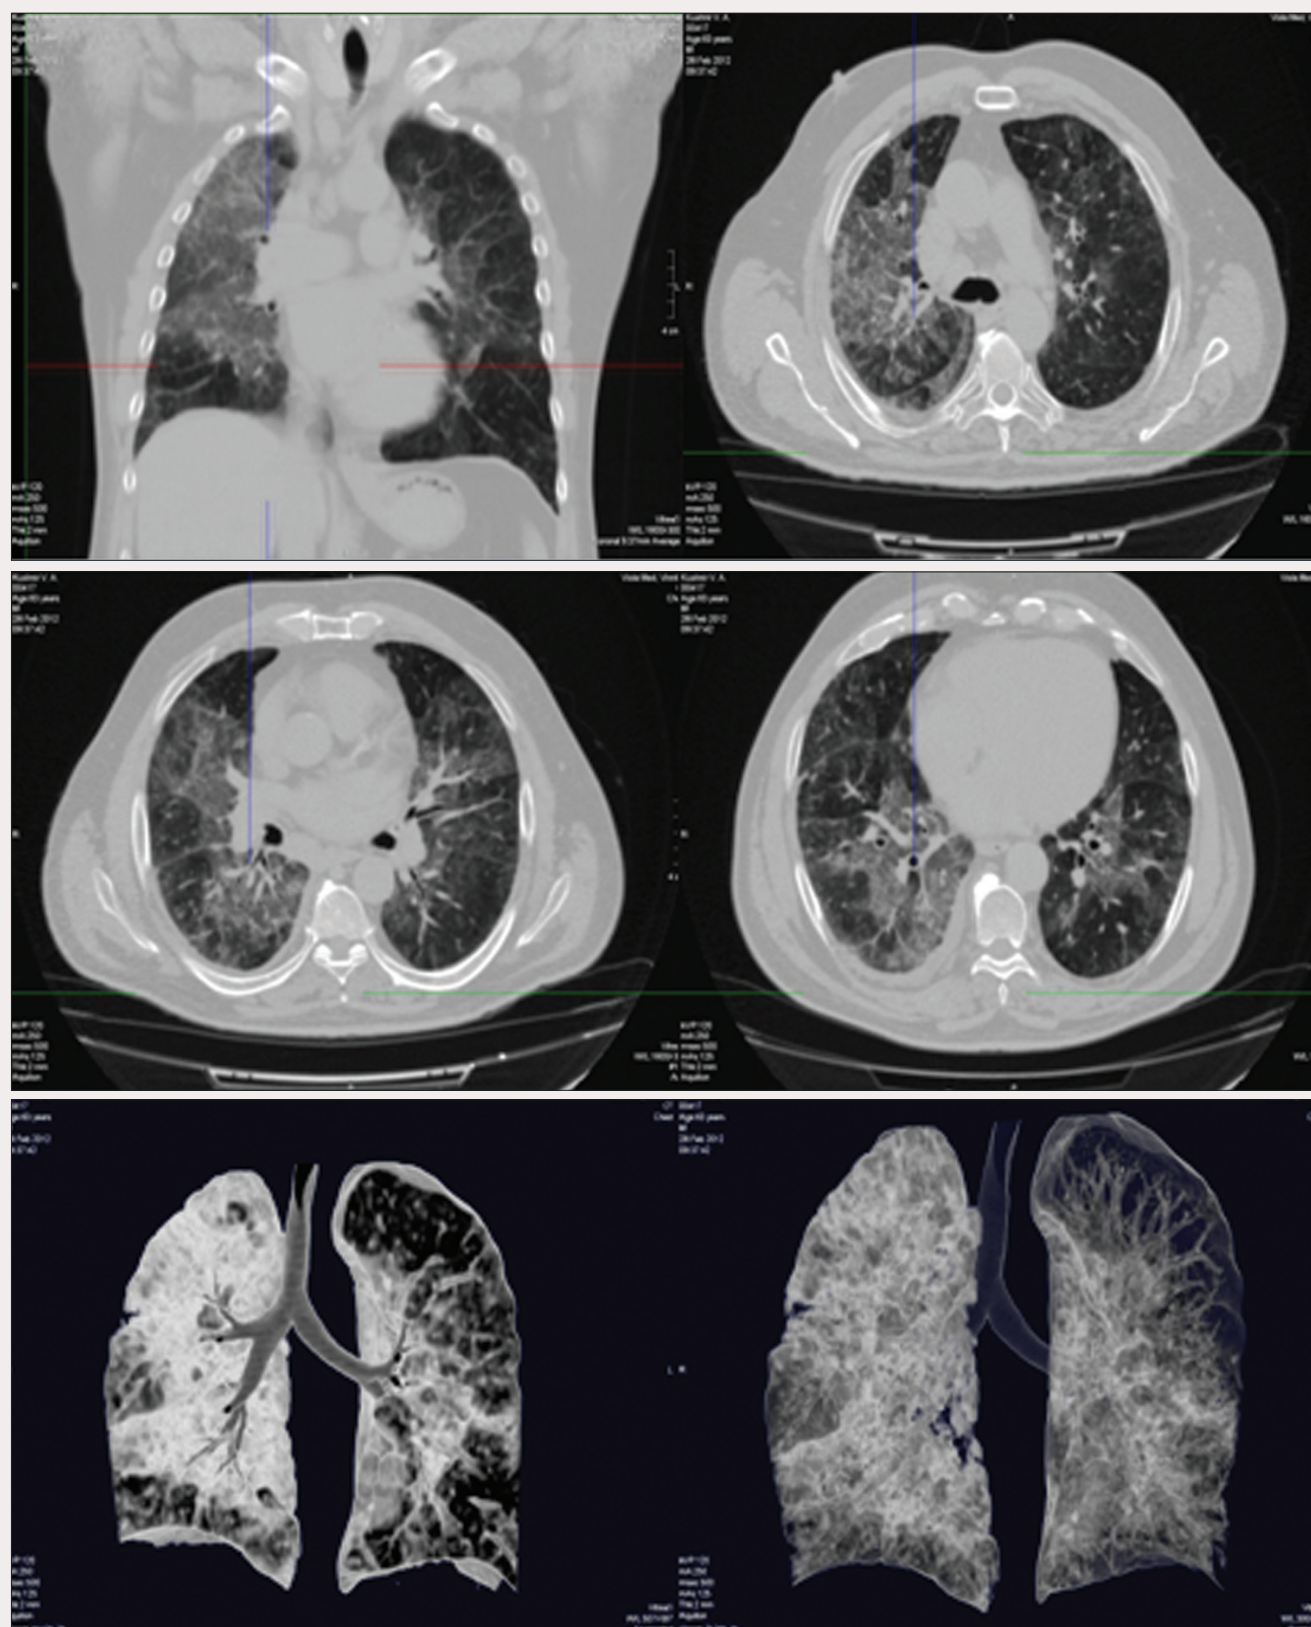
КТ ОГК пацієнта П. (28.02.12)
